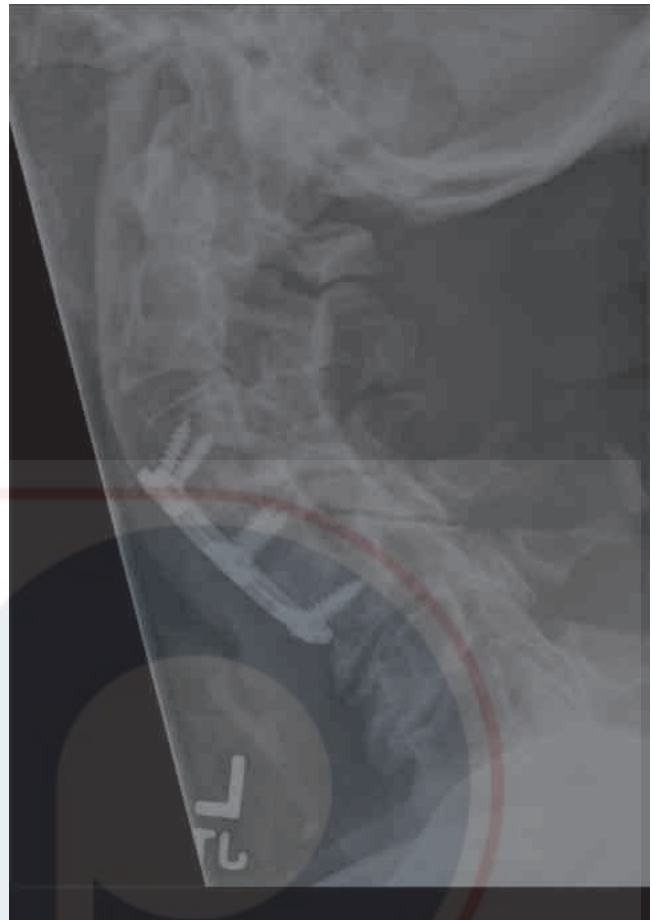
Radiografía lateral posoperatoria inmediata donde se evidencian una buena colocación de la instrumentación y una deformidad en cuello de cisne.
